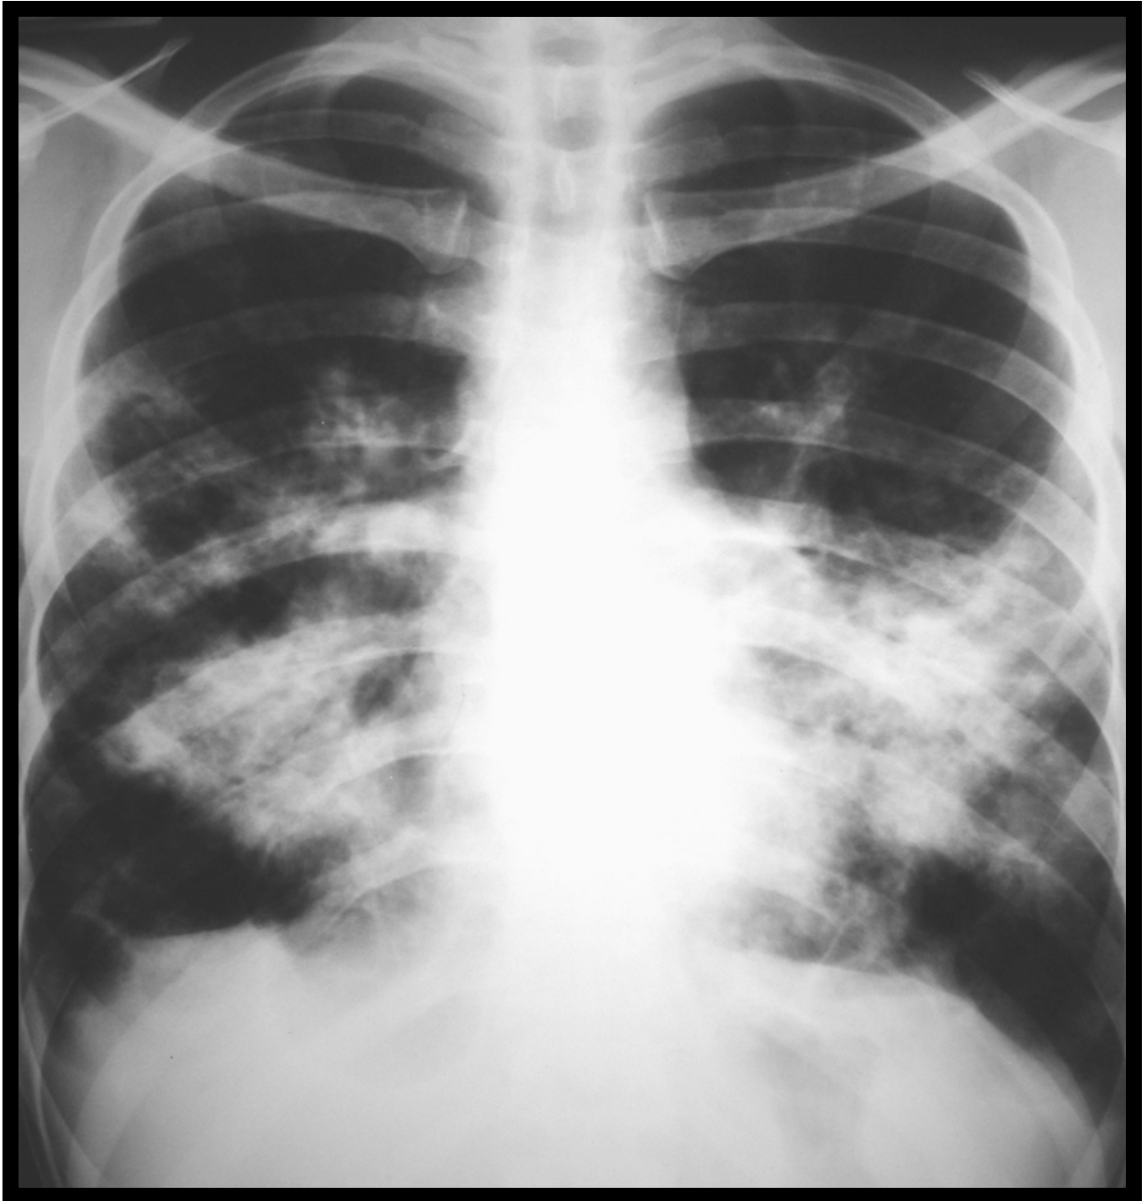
Caso #10, paciente G.R.C., masculino, 36 anos; telerradiografia de tórax em pósterio-anterior. Padrão pneumônico.
